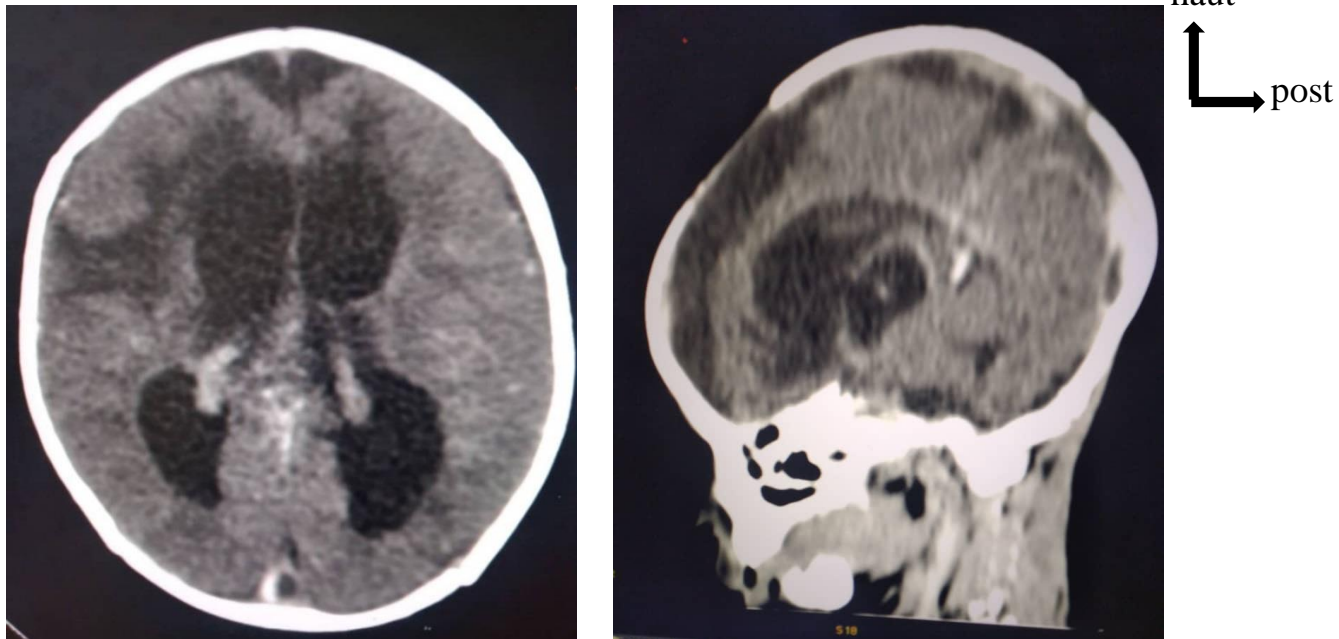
Coupe axiale TDM cérébrale après injection de produit de contraste
